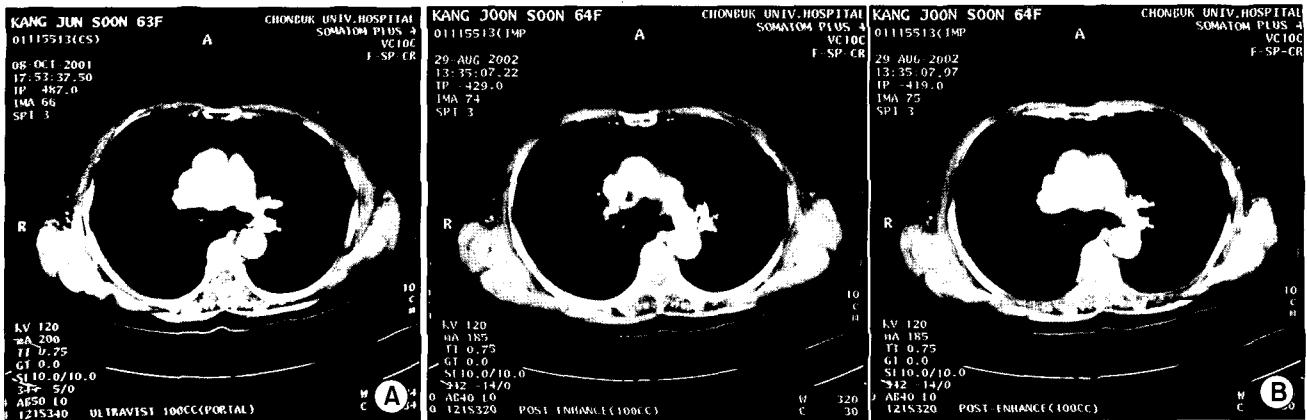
Pre-operative chest CT. A: The chest CT one year ago showed mild endobronchial stenosis and fibrosis at bronchiole above 2 cm from left upper lobar bronchus. B: At admission, chest CT showed 1.5 cm sized solitary pulmonary nodule at left upper lobe and progressive endobronchial stenosis.
